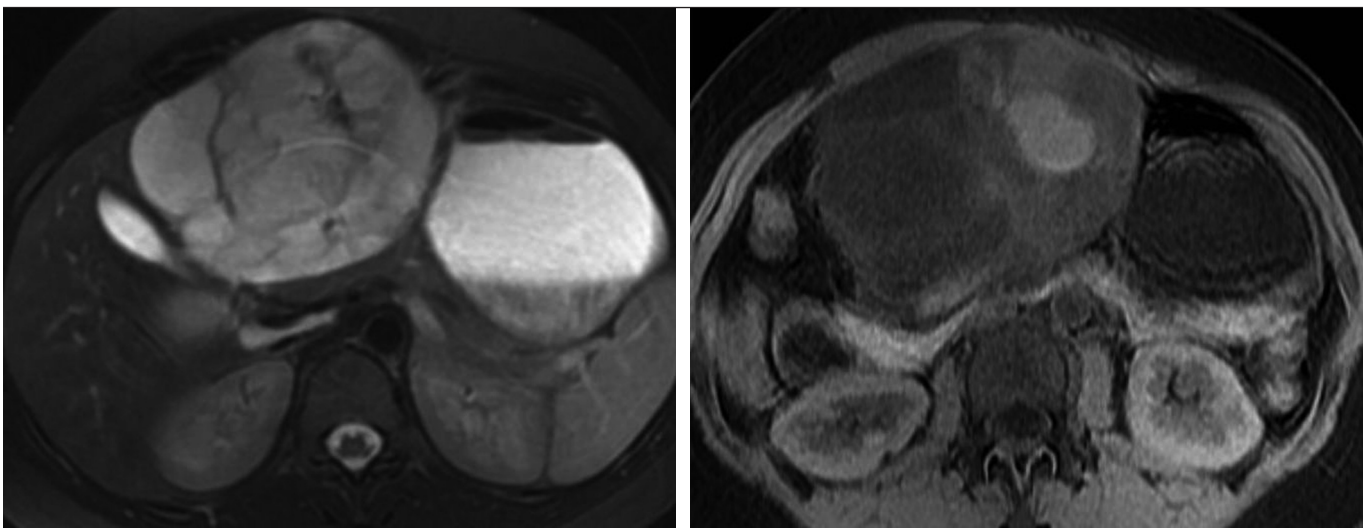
IRM. La masse est hétérogène avec des septas. Elle est en hypersignal T2 franc, en hyposignal T1 avec de rares plages en hypersignal T1 persistantes après saturation de la graisse, témoin de remaniements hémorragiques.
